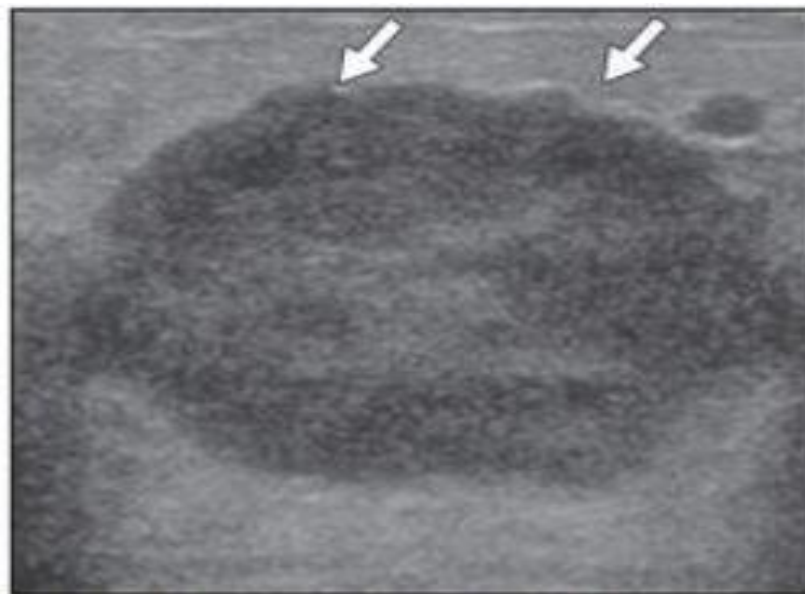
Une image échographique d'un cancer triple négatif qui montre une masse ronde microlobulaire (33)
